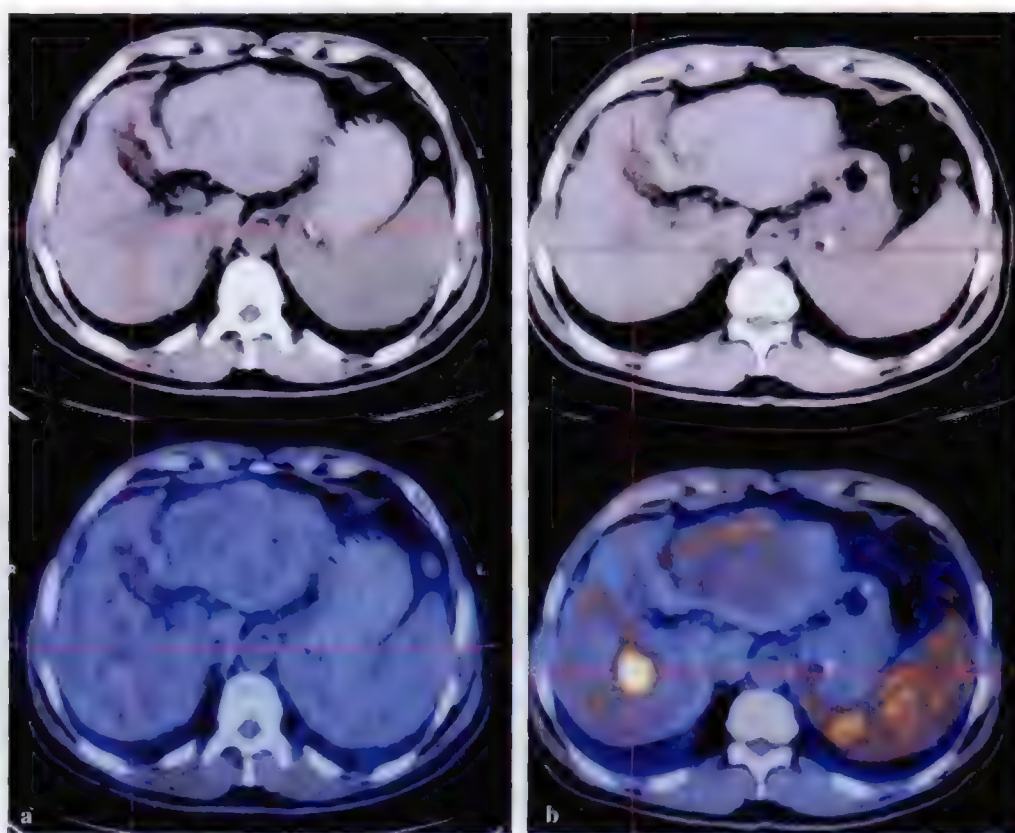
高分化肝细胞癌 PET/CT 显像
